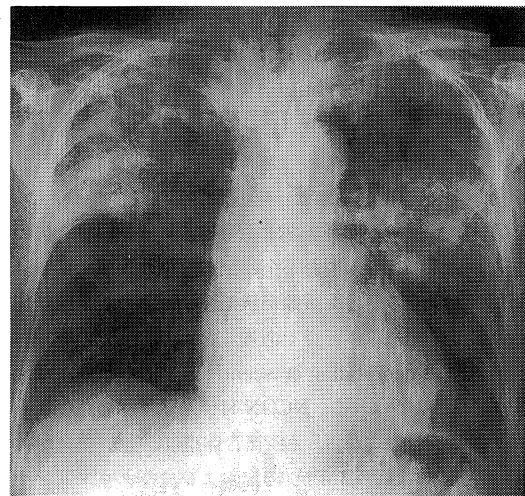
Chest X-ray shows bilateral pulmonary hemorrhage.
